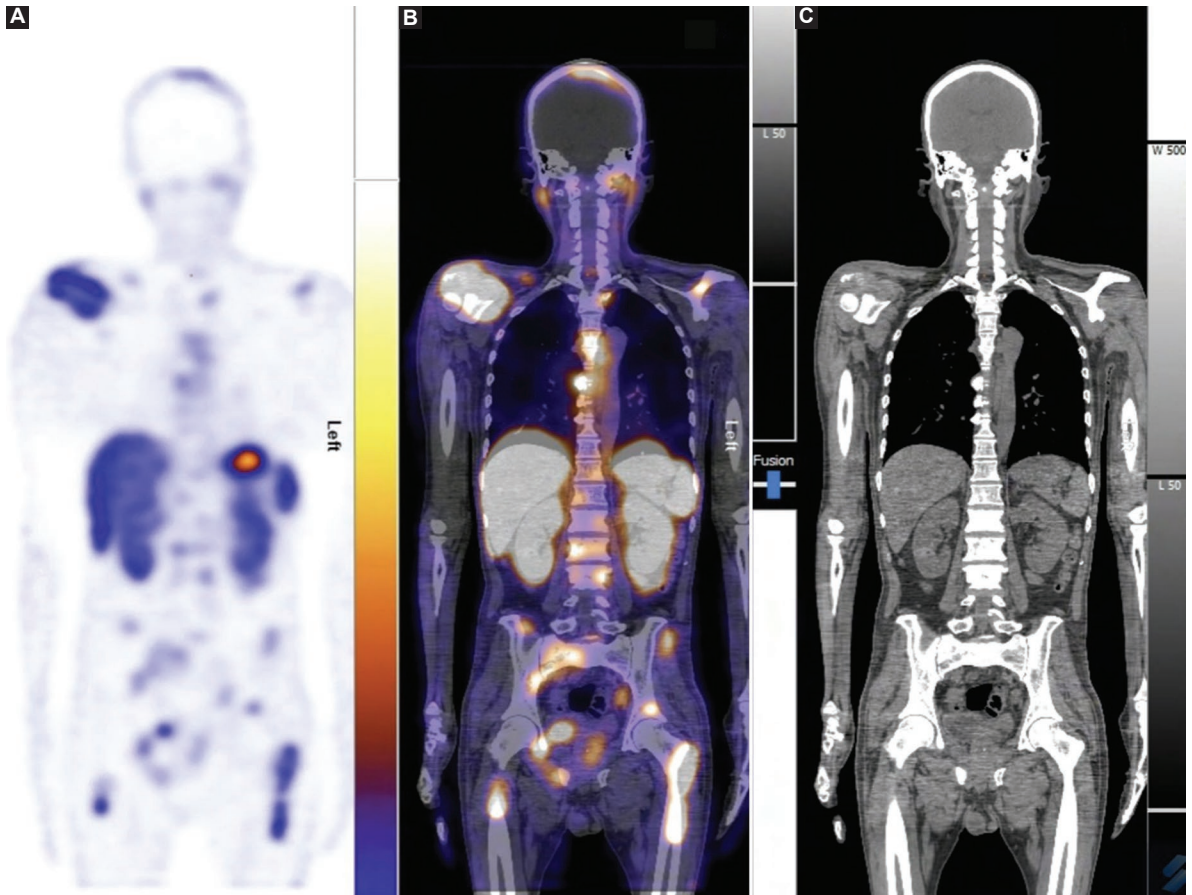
Estudio gammagráfico con técnica de fusión SPECT/CT. Masculino de 59 años de edad con diagnóstico de cáncer de próstata metastásico a hueso. A: proyección de máxima intensidad (MIP) del SPECT donde se observa captación focal del radiofármaco a nivel de estructuras de esqueleto axial y apendicular. B: estudio de fusión SPECT/CT donde se aprecian que las zonas focales de captación se localizan en estructuras óseas, ganglios pélvicos y próstata, en relación con actividad tumoral. C: estudio tomográfico en proyección coronal donde observan cambios blásticos a nivel de estructuras óseas en relación con actividad tumoral.
